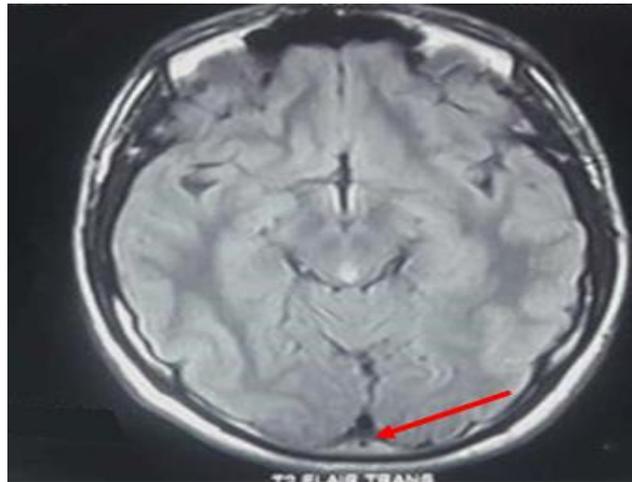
IRM cérébrale du contrôle en séquence pondérée T2 FLAIR selon un plan axial : montre l'absence d'anomalie au niveau du sinus longitudinal supérieur en faveur de sa reperméabilisation après le traitement à base de : corticothérapie orale + azathioprine+ anticoagulant
